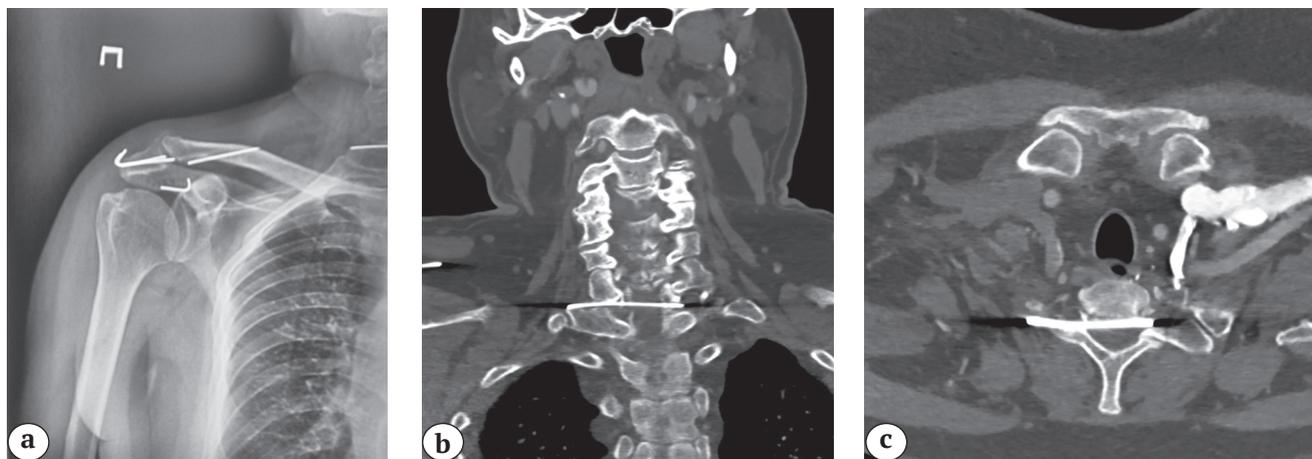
Предоперационная рентгенограмма и КТ шейного отдела позвоночника пациента: а — рентгенограмма правого плечевого сустава — состояние после фиксации акромиально-ключичного сочленения спицами, определяется перелом фиксирующих имплантов, дистальный фрагмент одной из спиц визуализируется в проекции тела С7 позвонка; б — КТ шейного отдела позвоночника, коронарная проекция: в позвоночном канале на уровне тела С7 позвонка определяется инородное тело металлической плотности, проникающее через правое корешковое отверстие С6-С7; с — аксиальная проекция — определяется металлическая спица в позвоночном канале
